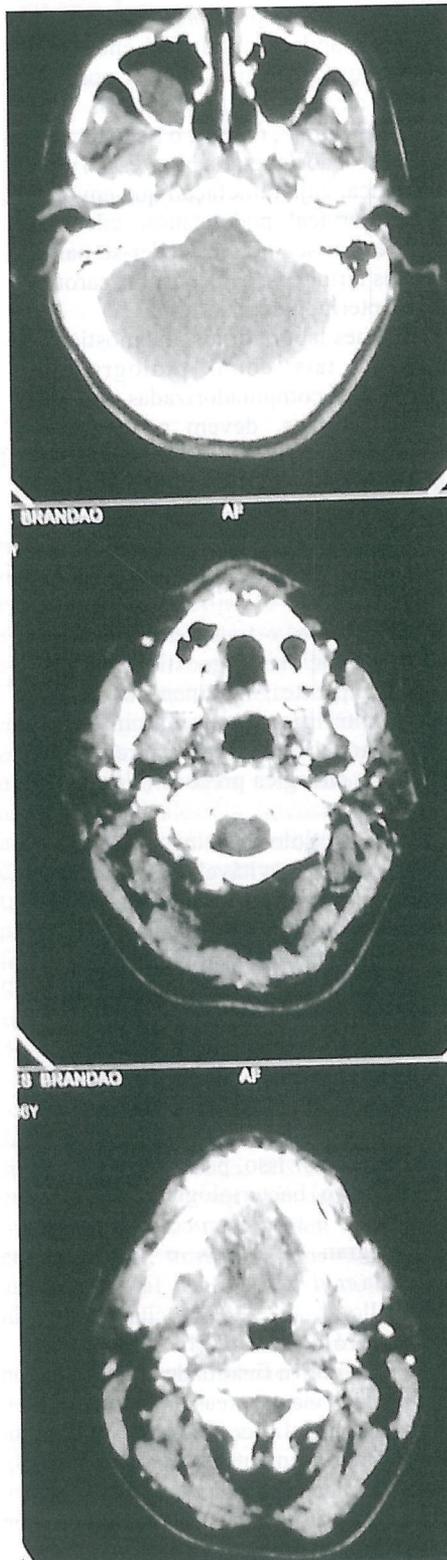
Tomografia computadorizada corte axial.
